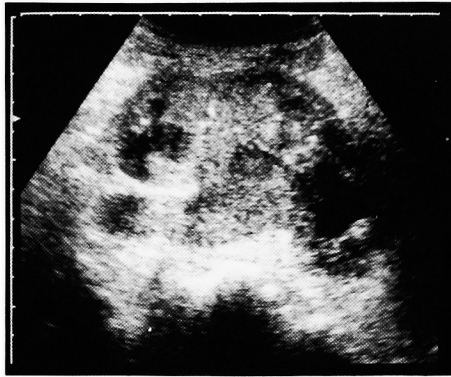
Ultrasonogram showed the left renal pelvis occupied by the tumor.
